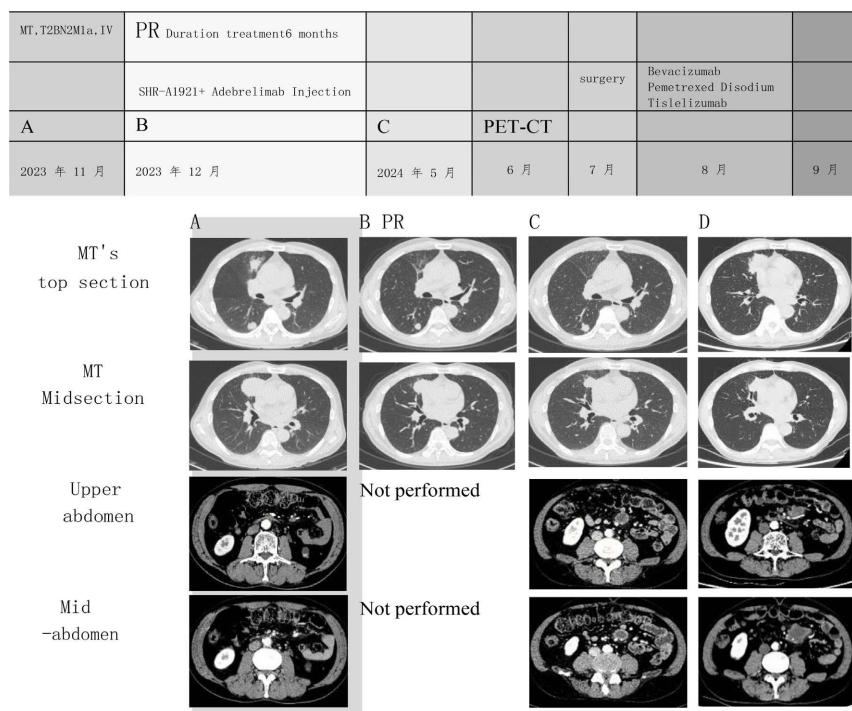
Presents the imaging evaluation of principal lesions throughout the disease progression. (A): Pre-enrollment CT scans of the lung's middle lobe and abdomen; (B): CT after two cycles of treatment indicates a reduction in lung tumor extent; (C): Post-treatment CT following the complete cycle of SHR-A1921 combined with adalimumab reveals a decrease in size of the tumor located in the inner segment of the right middle lobe, alongside newly identified metastatic lesions within the peritoneal cavity; (D): Pre-operative CT demonstrates an increase in size of the primary pulmonary lesion and identifies a mass in the left mid-abdomen
